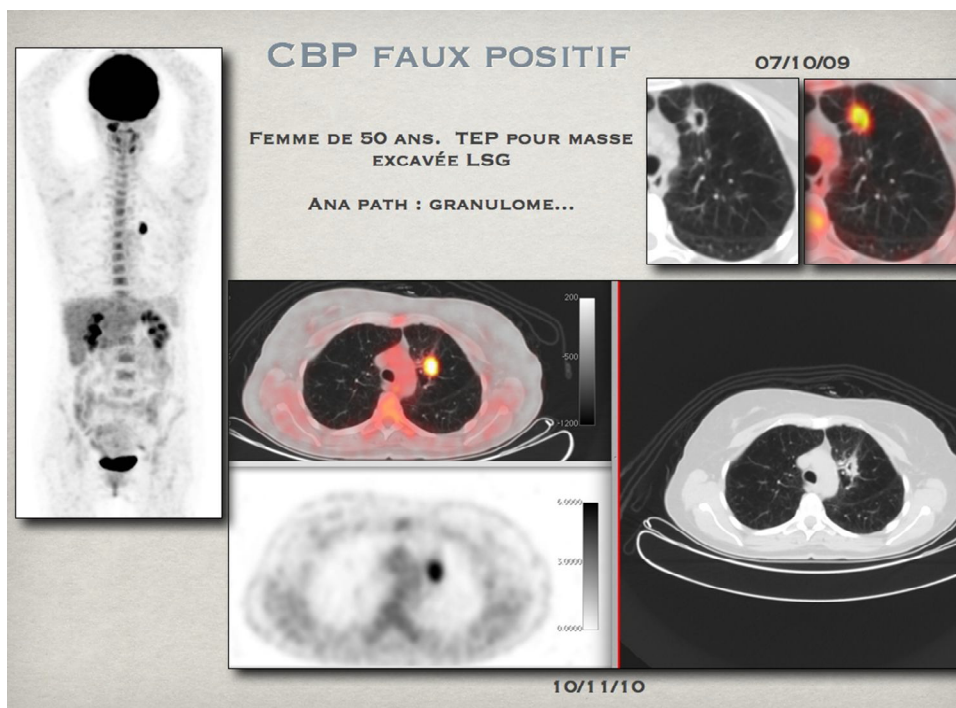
Fixation importante du FDG par un granulome bénin.
